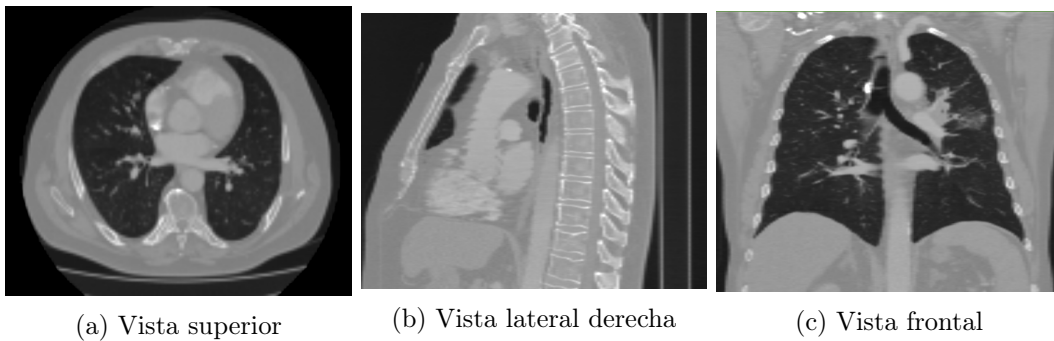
Tomografía de baja resolución con corte de 1mm sin medio de contraste
